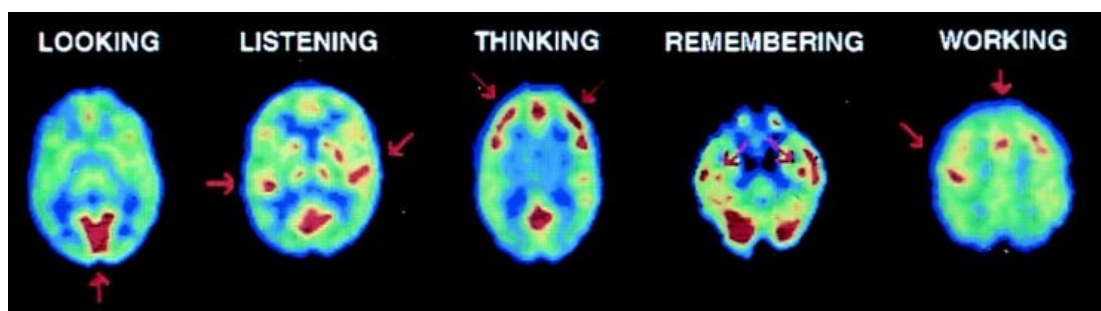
Immagine assiale di PET con FDG; la seconda immagine da sinistra mostra, in rosso, le aree attivate dall'ascolto di musica (Del Guerra et al., 2016)
